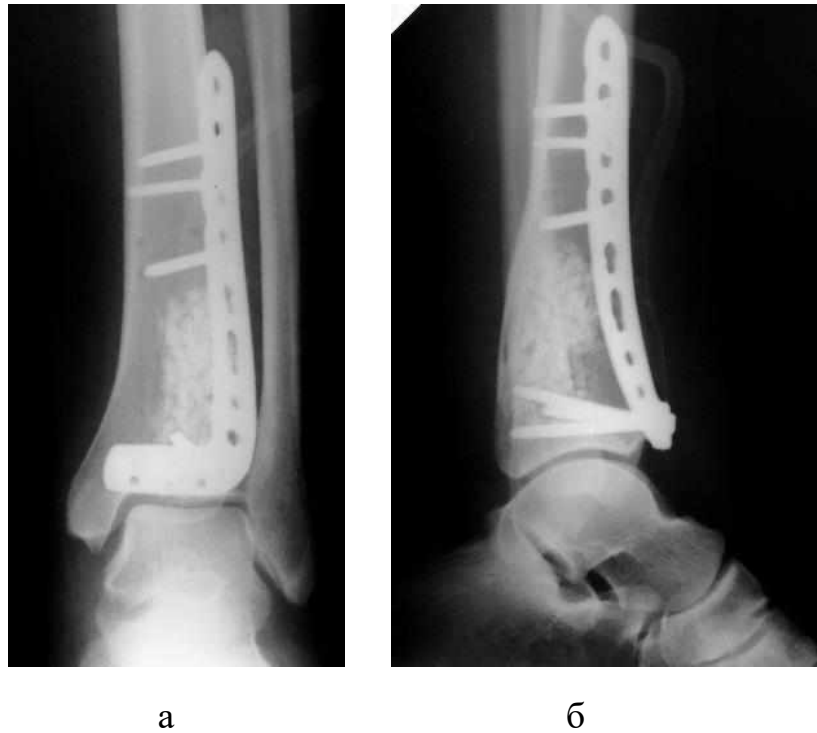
Фотовідбитки рентгенограм (а - пряма та б - бокова проекція) лівої великогомілкової кістки хворої Я. після металоостеосинтезу пластиною з
